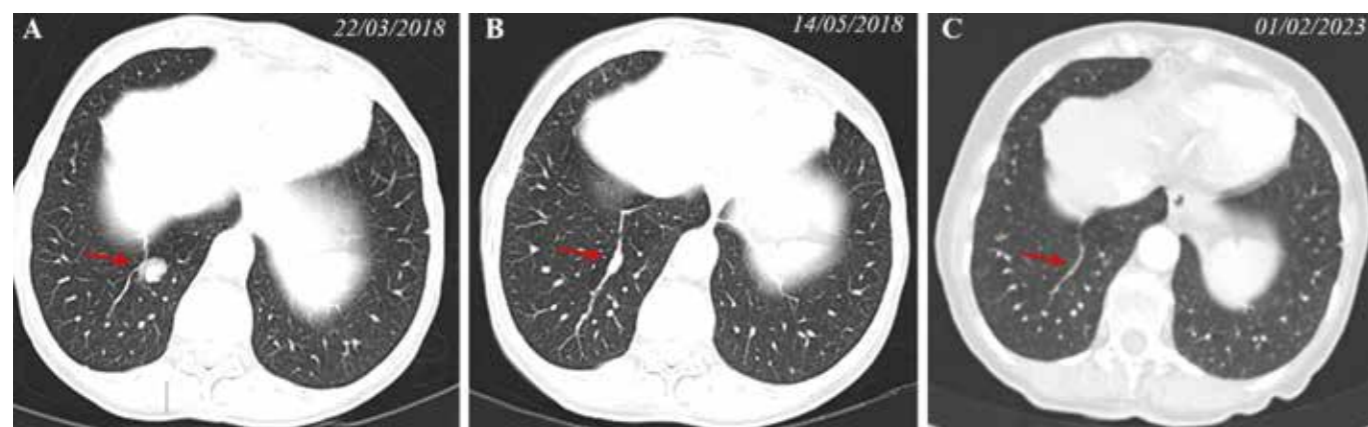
TC al inicio pembrolizumab(A). A 3 meses, respuesta parcial(B). A 5 años, respuesta completa(C).
